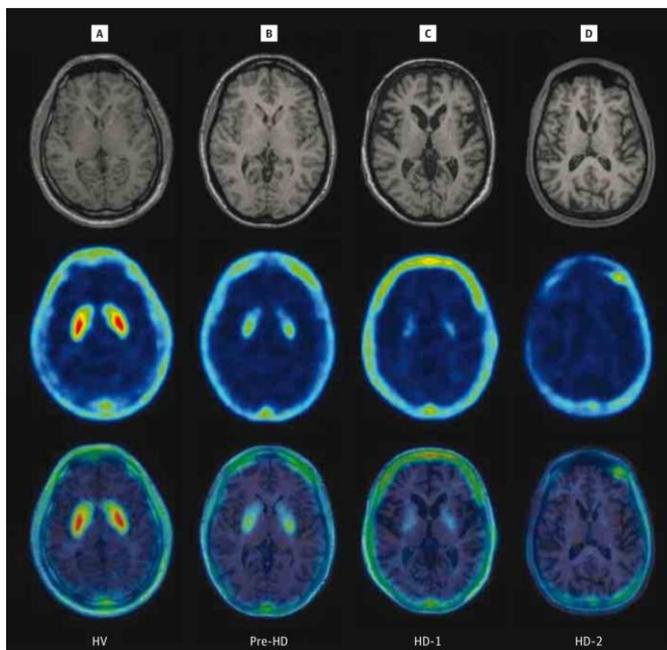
Ressonância Magnética do córtex no estágio inicial da Doença de Huntington.
